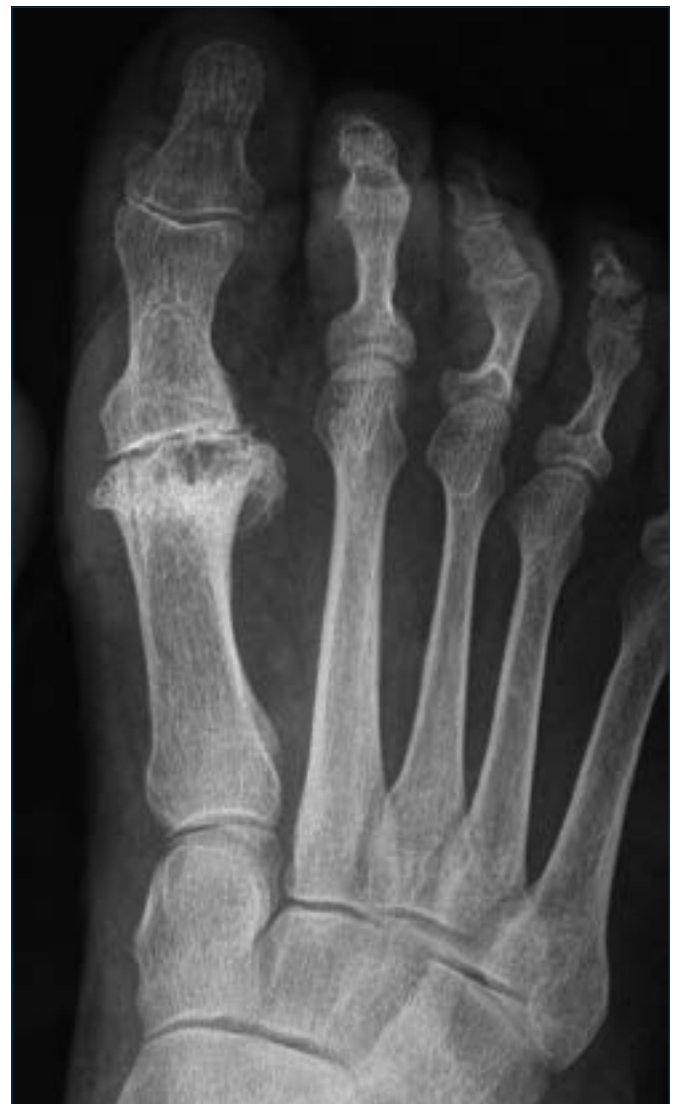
Esiti intervento di Hueter-Mayo con resezione della testa del 1° metatarsale; la condizione determina una importante insufficienza del 1° raggio con sovraccarico dei raggi centrali; è evidente nella radiografia l'instabilità della MF2 ed MF3.
